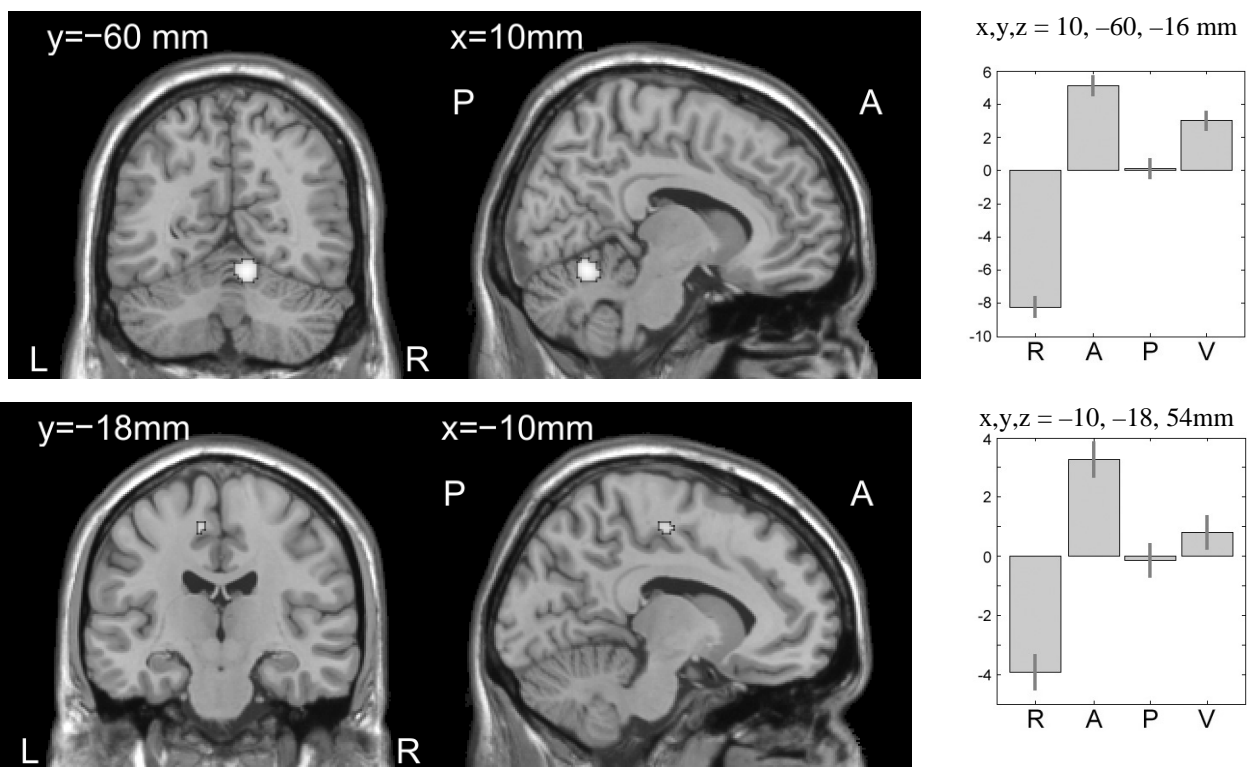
Gehirnregionen, die eine Zunahme der neuronalen Aktivität während des automatisierten Schreibens zeigten ($A > \{P \vee V\}$). Eine vermehrte Aktivierung fand sich in den dorsalen Anteilen des rechten Kleinhirns bei $(x, y, z) = 10, -60, -16$ mm sowie im kaudalen SMA / anterioren Cingulum bei $(x, y, z) = -10, -18, 54$ mm. Voxelschwelle $p < 0,001$; maskiert durch den Hauptkontrast $\{A \vee V \vee P\} > R$. Überlagerung auf eine normalisierte T1-gewichtete kranielle Magnetresonanztomographie. Abkürzungen analog zu Abbildung 3.3 und Abbildung 3.5.
